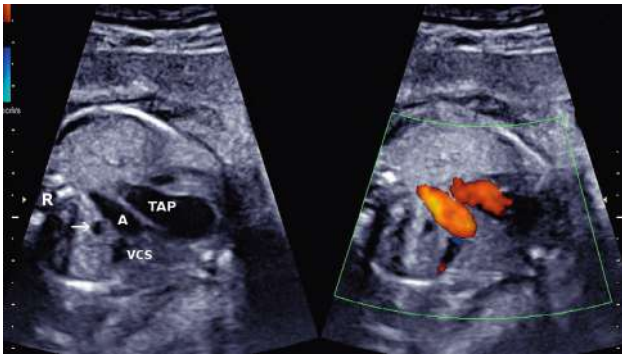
Incidence des trois vaisseaux et apport du Doppler couleur (30 SA). Coupe transversale passant la partie haute du cœur où on individualise le tronc de l'artère pulmonaire (TAP), la partie horizontale de l'arche aortique (A), la veine cave supérieure (VCS). La trachée est visible en arrière de l'aorte (→). R : rachis. Le Doppler couleur montre que les flux dans le tronc de l'artère pulmonaire et la crosse de l'aorte sont dans le même sens.
